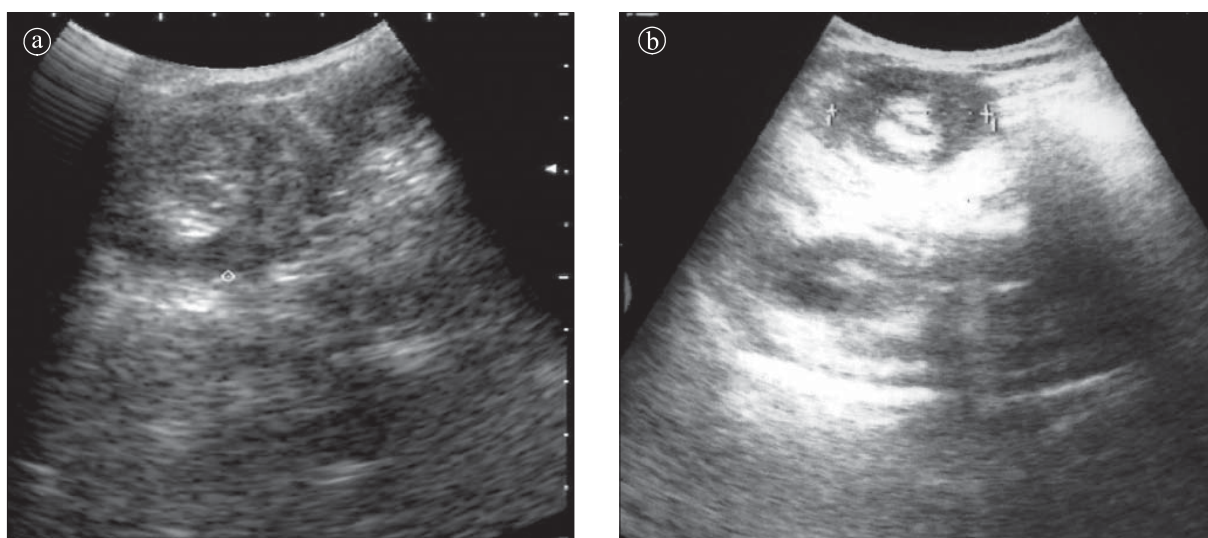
Invaginație intestin subțire. Ecografie. a), b). Aspect de imagine în cocardă.
